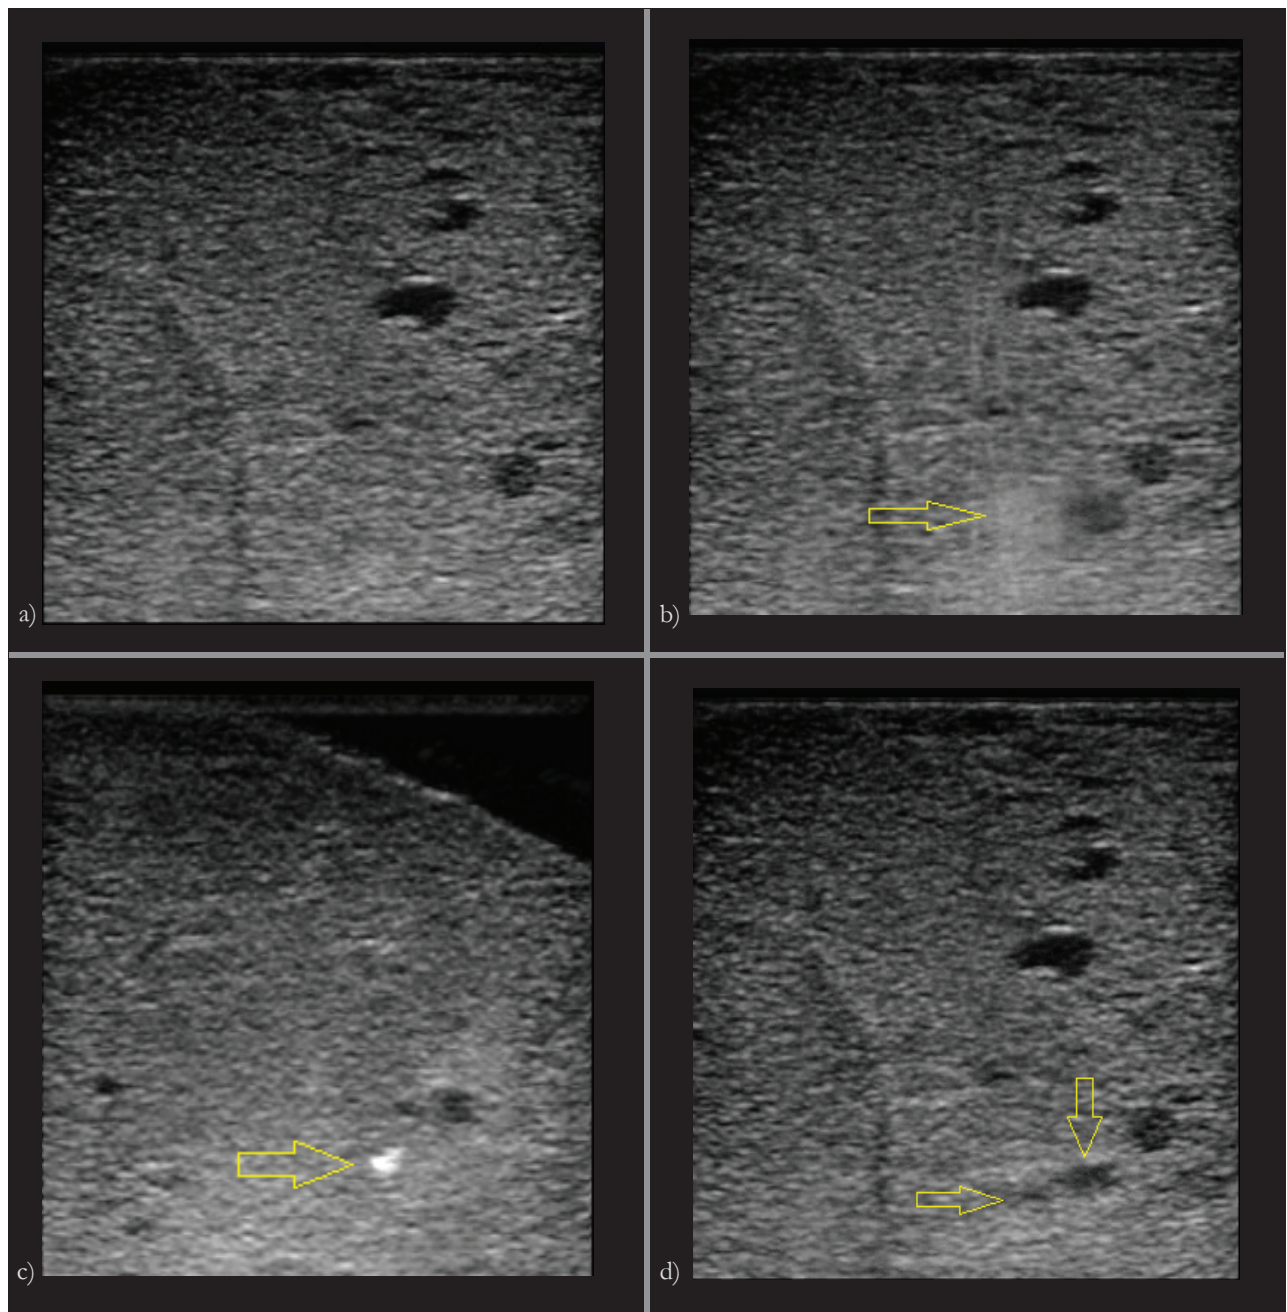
Sonogramm des gefluteten Lungenparenchyms a) vor HIFU b) mit HIFU bei beginnender Kavitation c) echoreiches Areal nach Kavitation (Pfeil) d) Gewebeerrosion nach HIFU mit echoarmer Zone im Fokus (Pfeile).
